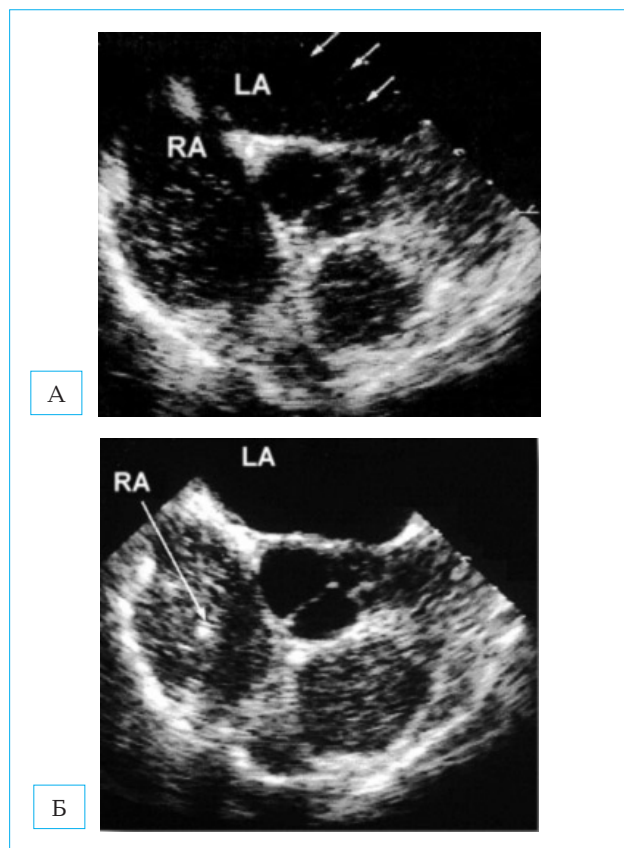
Данные эхокардиографии при ГПС
